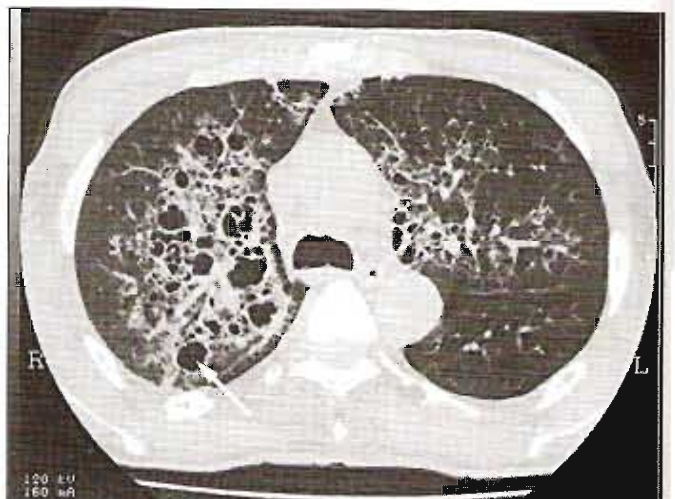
TC de un paciente con neumonía por *Pneumocystis carinii* (NPC) y SIDA. Se observa consolidación en ambos campos pulmonares, con formación de una cavidad quística (flecha) por NPC anteriores.
